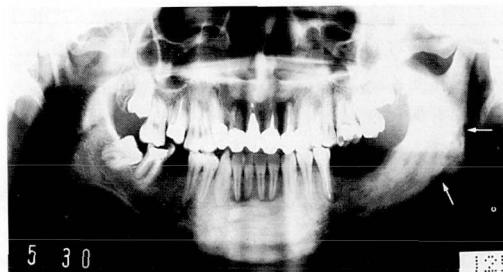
C 2年後のパノラマX線写真。図2-Bの撮影後2度の搔爬術が行われたが硬化性の変化は関節突起部にまで及んでいる。その一方で下顎角部および下顎枝部に外側からの骨吸収像が認められる(矢印)。
